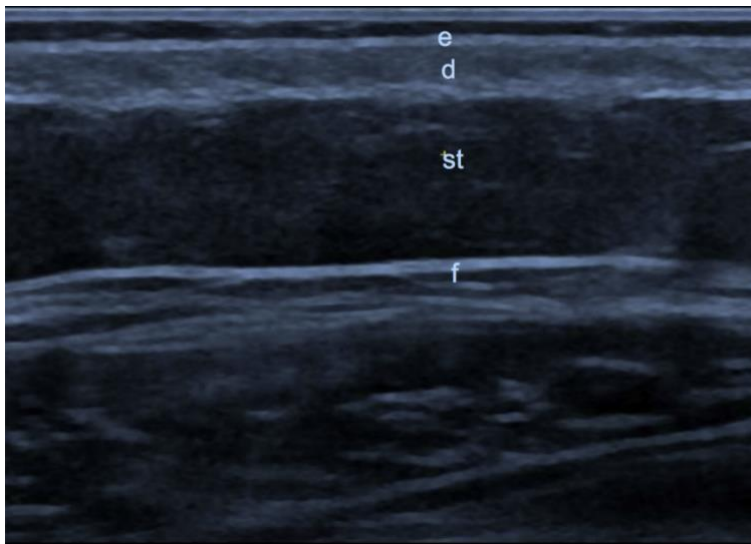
Caratteristiche ecografiche dei diversi strati cutanei. separazione degli strati cutanei. Dalla superficie alla profondità si apprezza: l'epidermide, che appare come una fine linea iperecogena; il derma appare come una banda iperecogena di variabile spessore (di minor entità rispetto all'epidermide); il sottocutaneo è ipoecogeno e delimitato inferiormente da una struttura lineare iperecogena che corrisponde alla fascia superficiale. (157)
